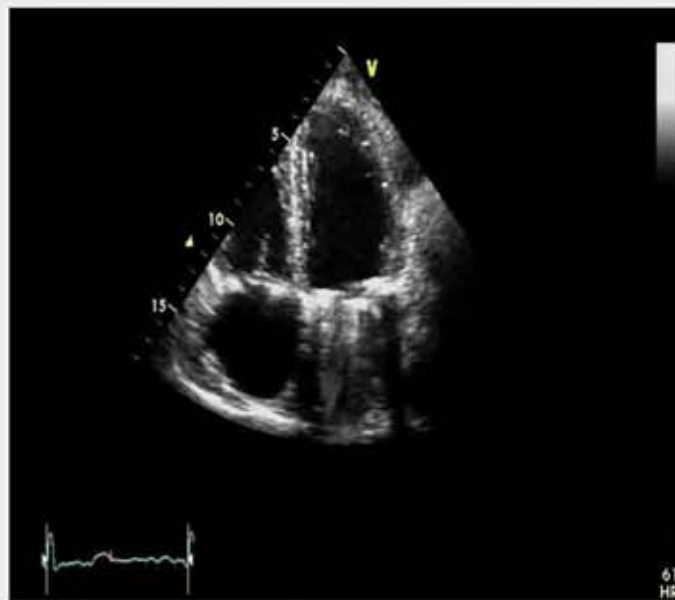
c. Ecocardiografie transtoracică (Clinica Angiomed, Sp. Clinic „Caritas Acd. N. Cajal”).
